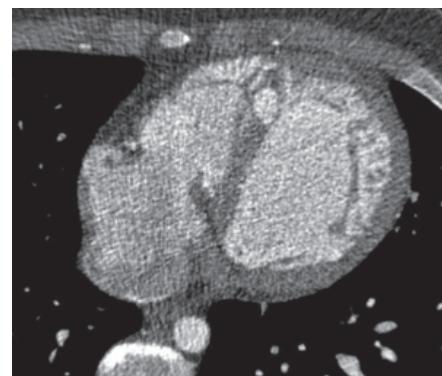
КТ-изображение. НККМП верхушечных и средних сегментов левого желудочка
